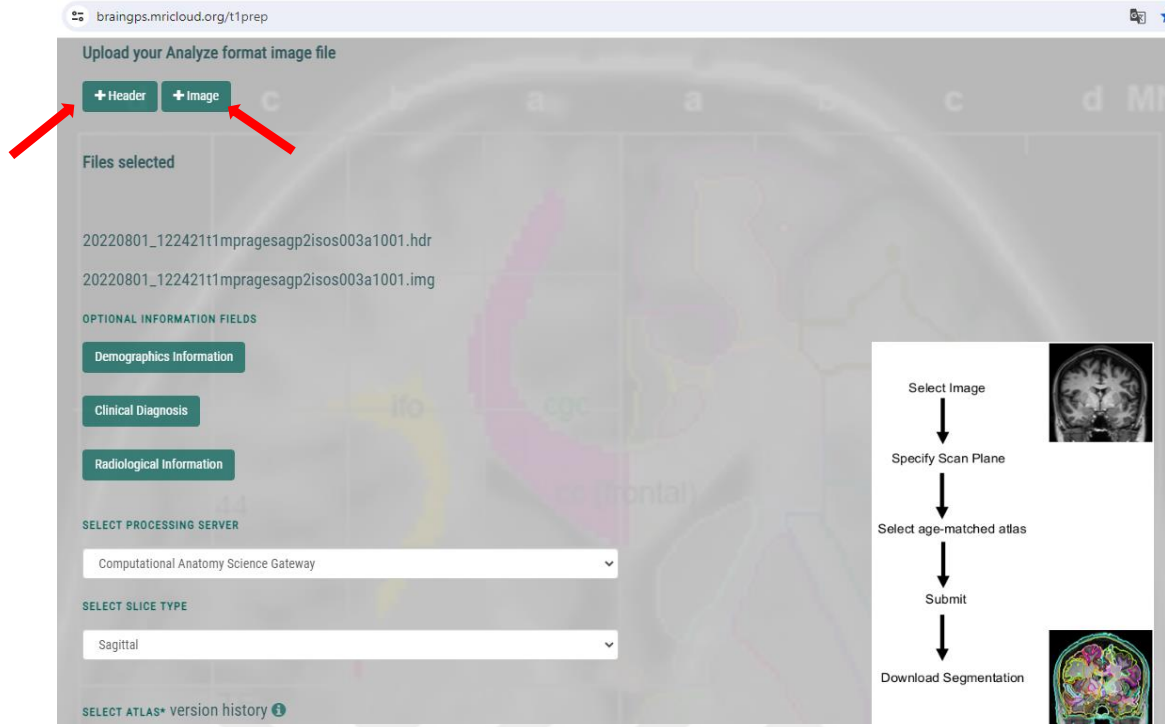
MRG Görüntülerini İstenilen Formata Dönüştürme-1
